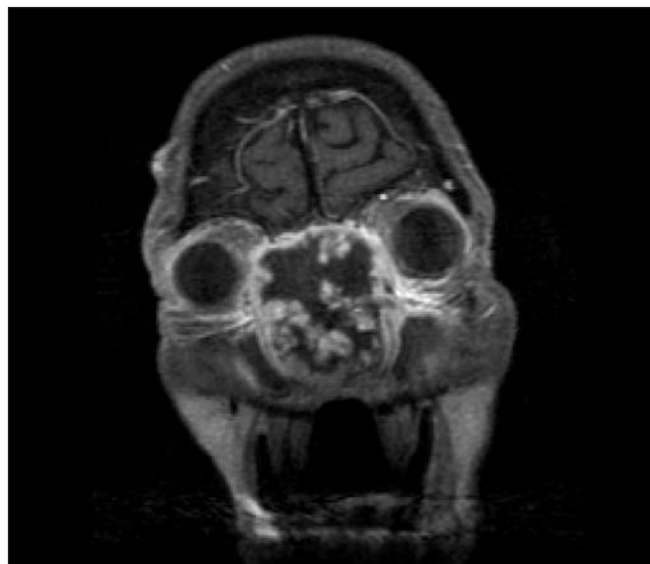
Resonancia magnética con contraste en plano coronal que muestra un condrosarcoma de la base anterior de cráneo y deforma las celdas etmoidales y las órbitas.
